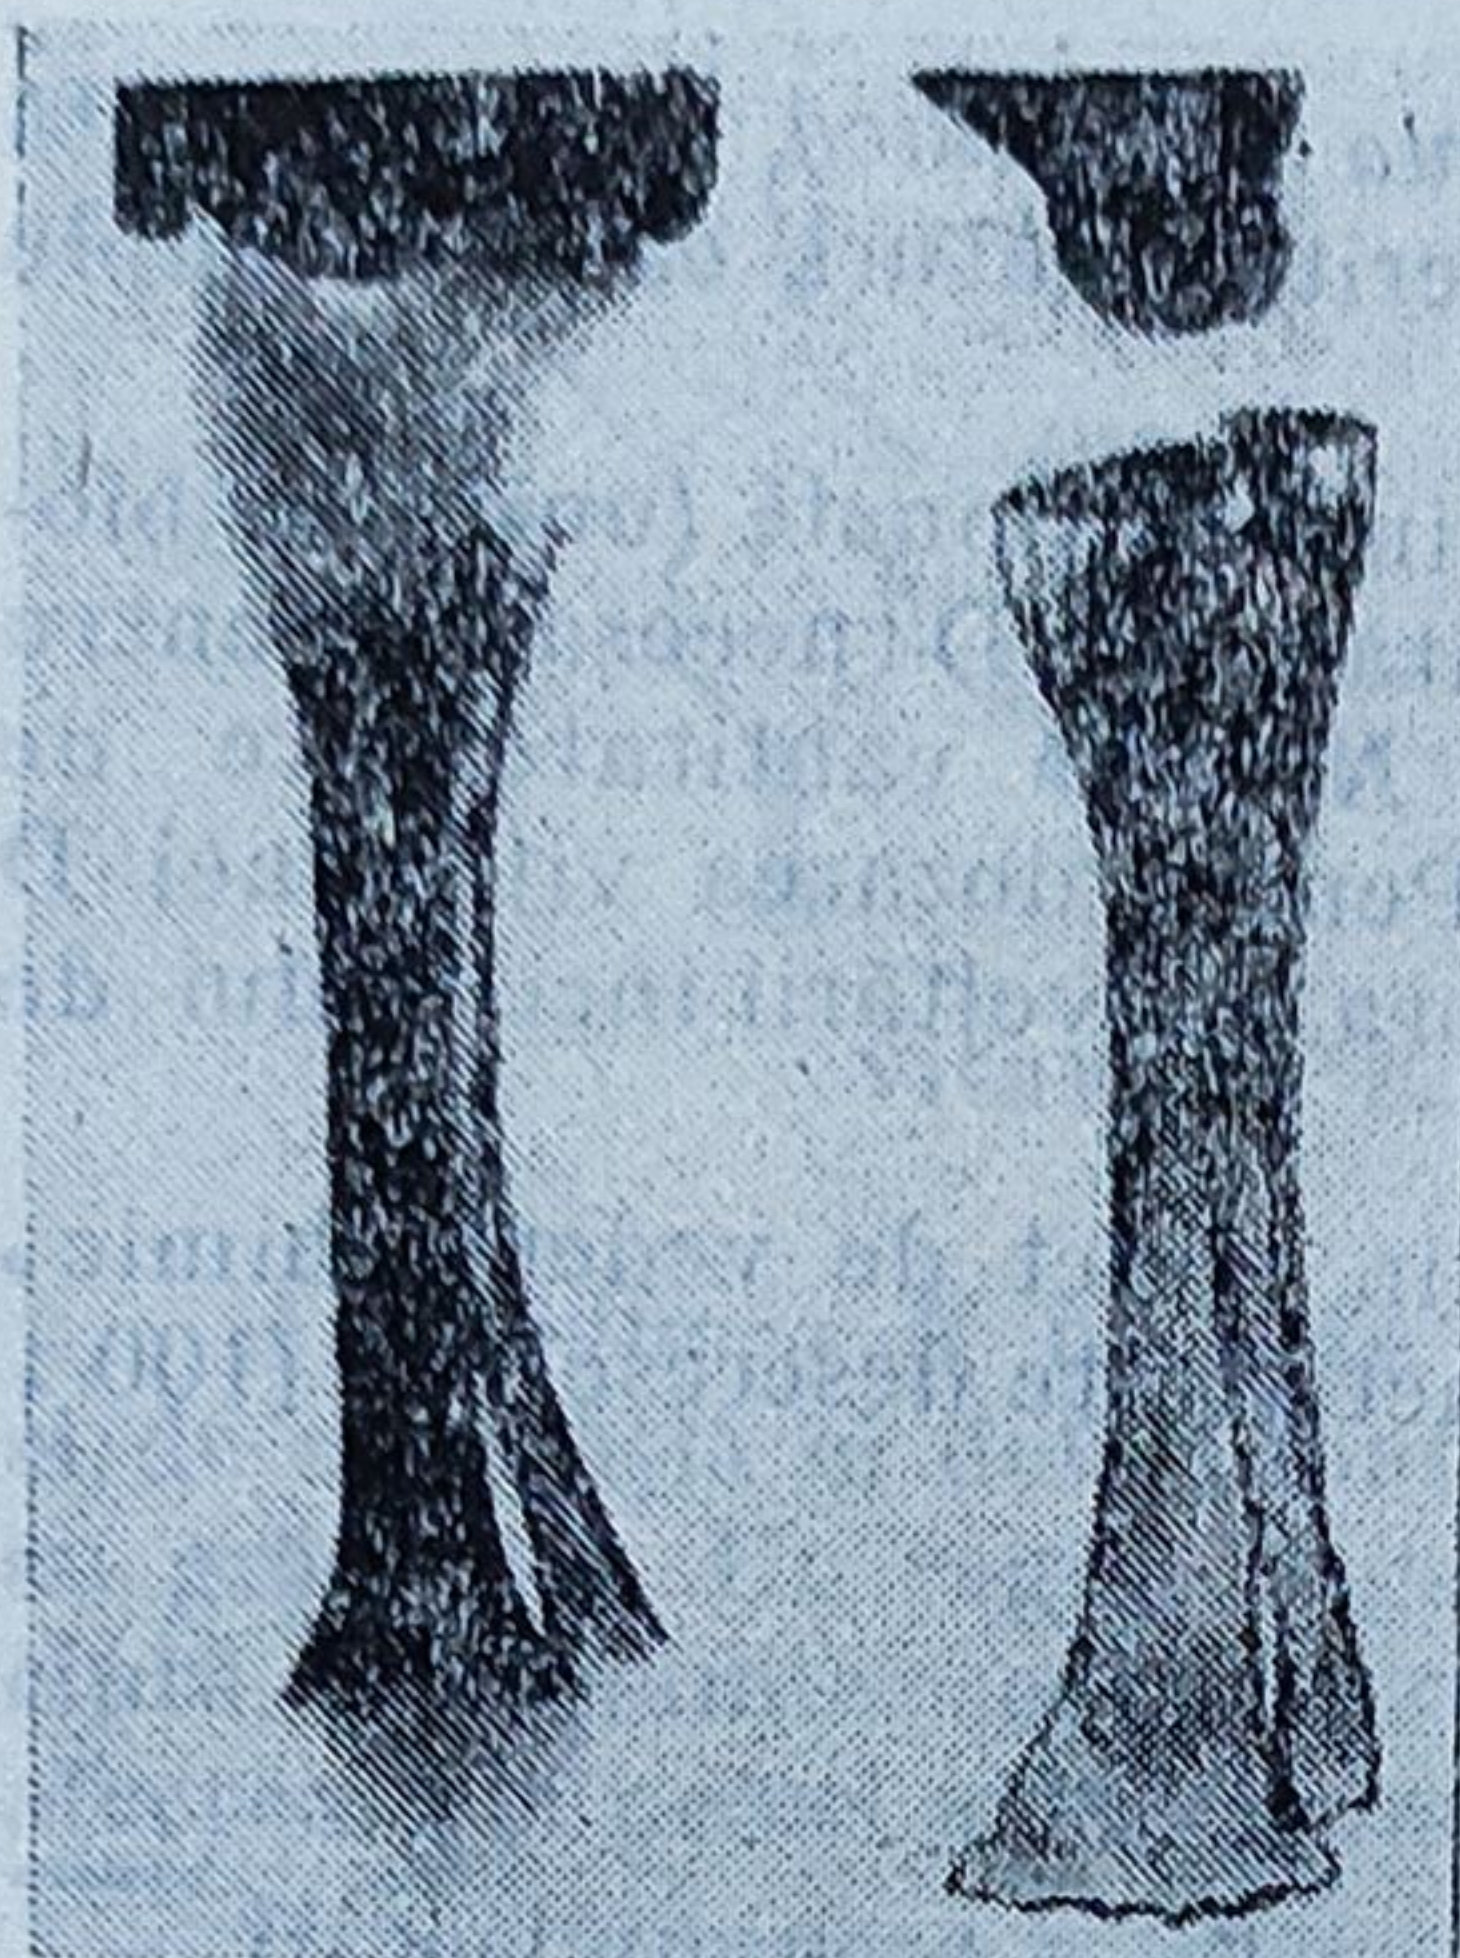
Imagine radiografică a tibiei unui copil rahitic de un an și patru luni (stînga) și după tratament (14 zile) cu untură de pește (după Harris).
